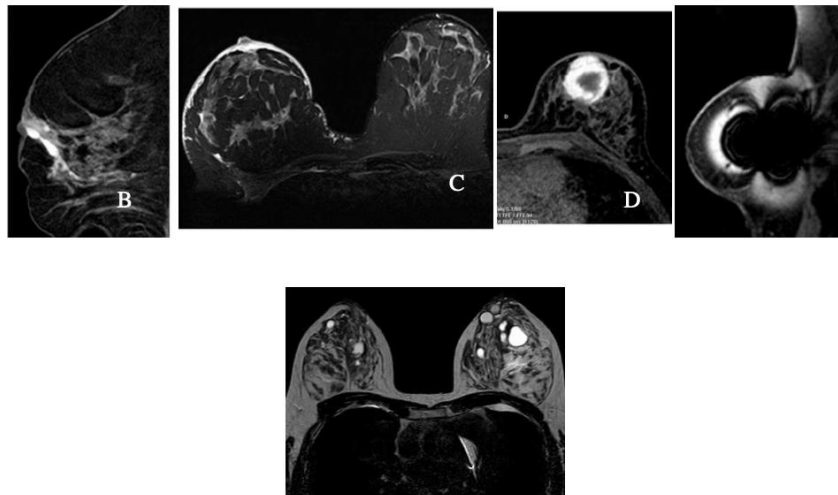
Semiología de RM.
